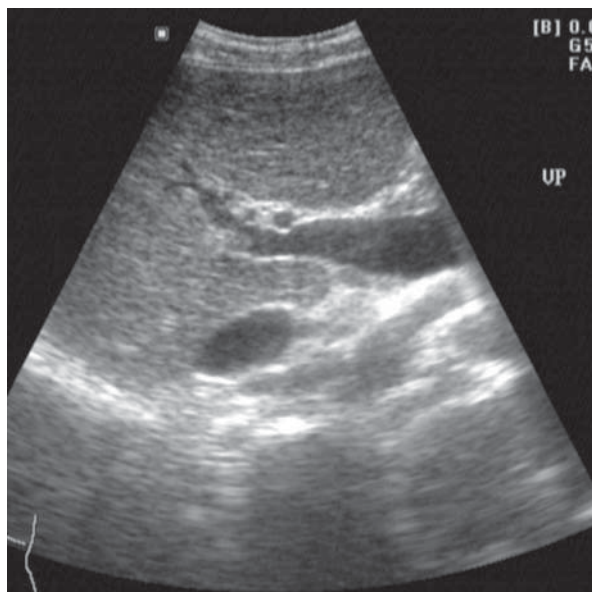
Ciroză hepatică. Ecografie. Vena portă mult dilatată. Segmentul 1 hipertrofiat.
